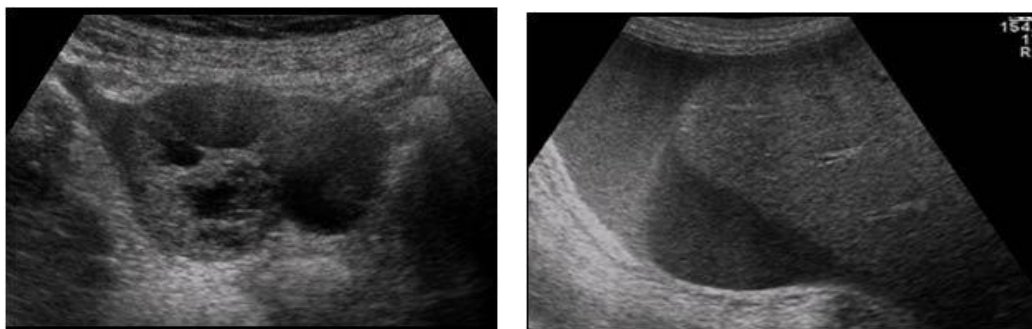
Imagine USG a organelor bazinului mic care pune în evidență mts în ovarul drept (a) însoțit de ascită (b)
